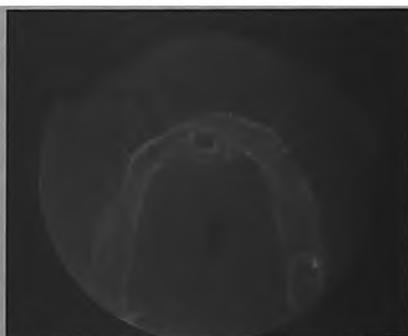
и Рис. 2д Этапы планирования установки ЦИ на КТ в программе Implant-Assistant Planner
